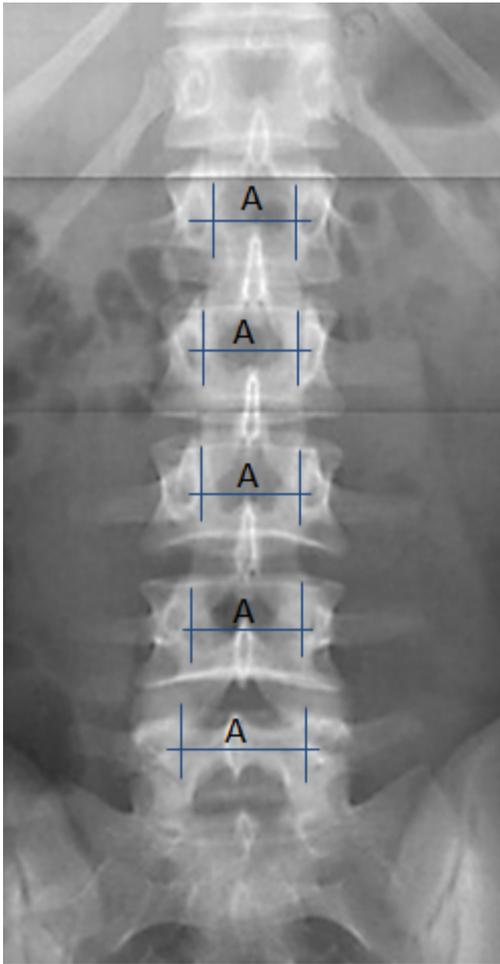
Radiographie Rachis lombal. Incidence de Face
